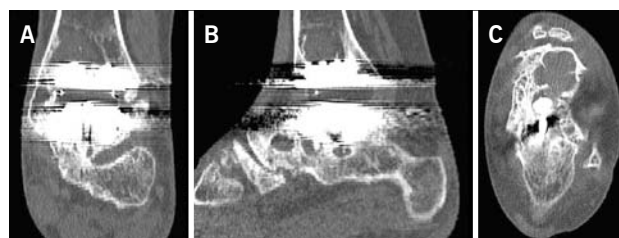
CT scan confirms excessive cyst formation (same patient as Figure 12). A) coronal plane; B) sagittal plane, and C) horizontal plane
